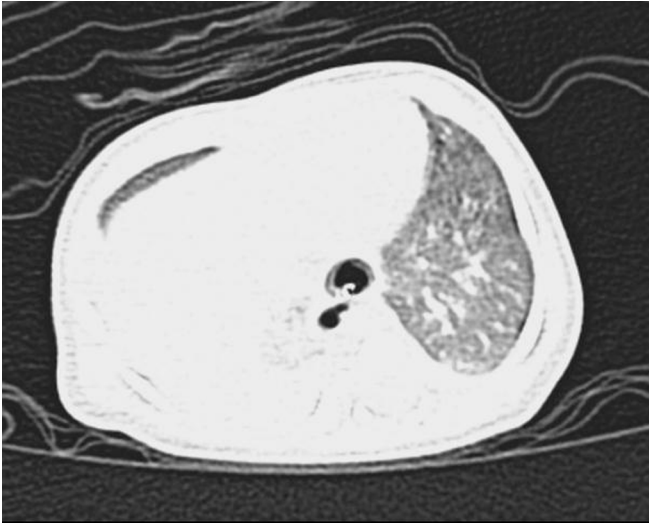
BT, Sol akciğer orta ve üst zonlarda perivasküler ve peribronşial lineer tarzda amfizematöz alanlar.
